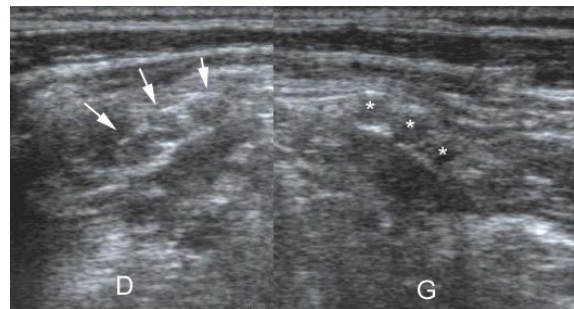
plexite radique. Du côté droit l'échographie visualise un épaissement nerveux peu spécifique des racines qui apparaissent hyperéchogènes comparativement au côté controlatéral.
